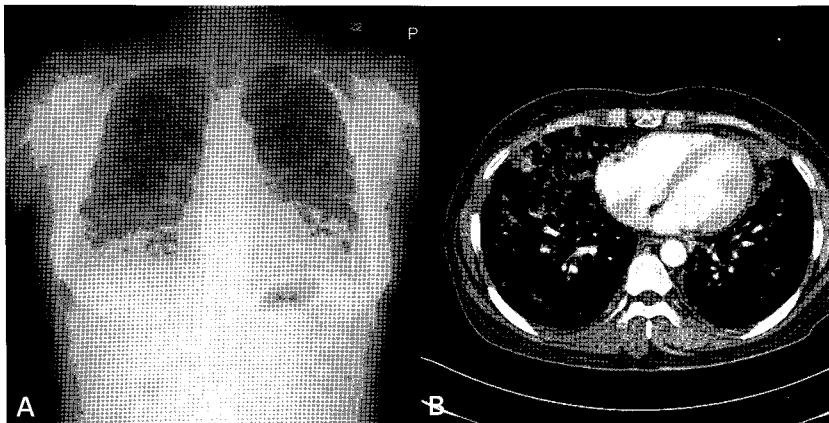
Chest posteroanterior view(A) and chest CT(B) show the scattered multiple large nodules in both lungs.
